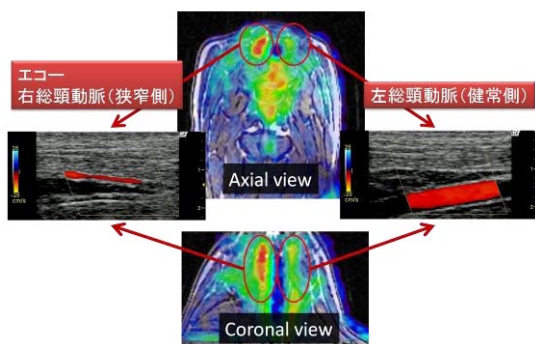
^{18}F -FDG PET 加算画像とMRI T1 強調画像の重ね合わせ画像および超音波診断装置によって得られた画像。
